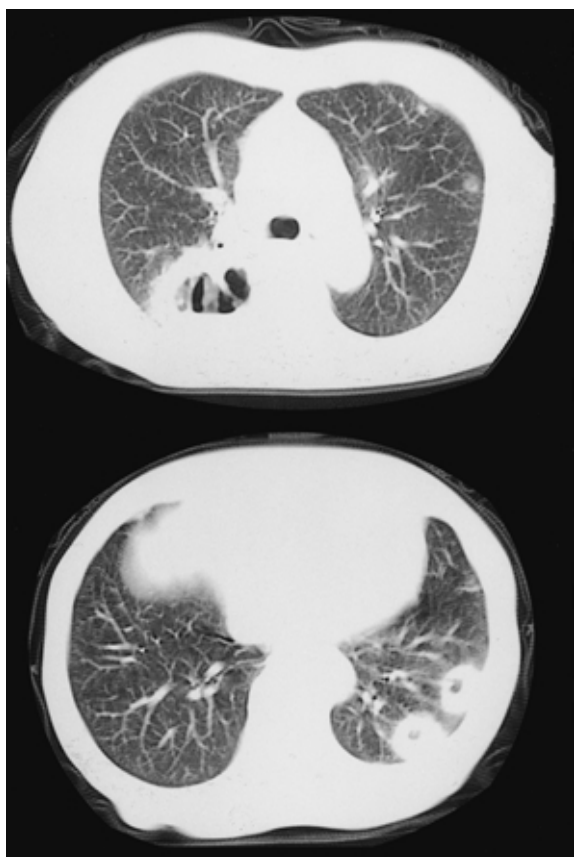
Chest CT on the second admission shows cavitary shadows in both the right upper and left lower lobes.
